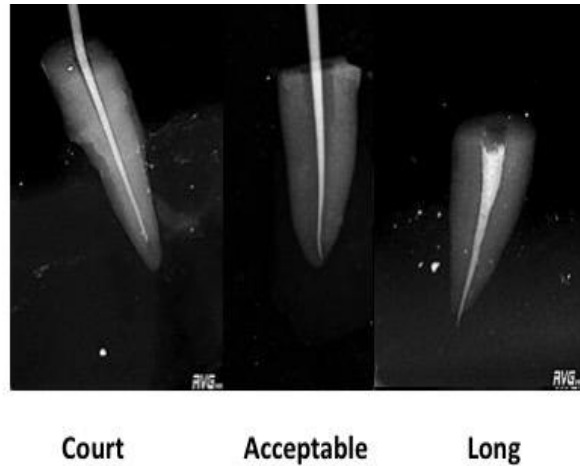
Radiographies cône-en-place illustrant les différents critères d'ajustage radiographique en longueur (Court-Acceptable-Long).
